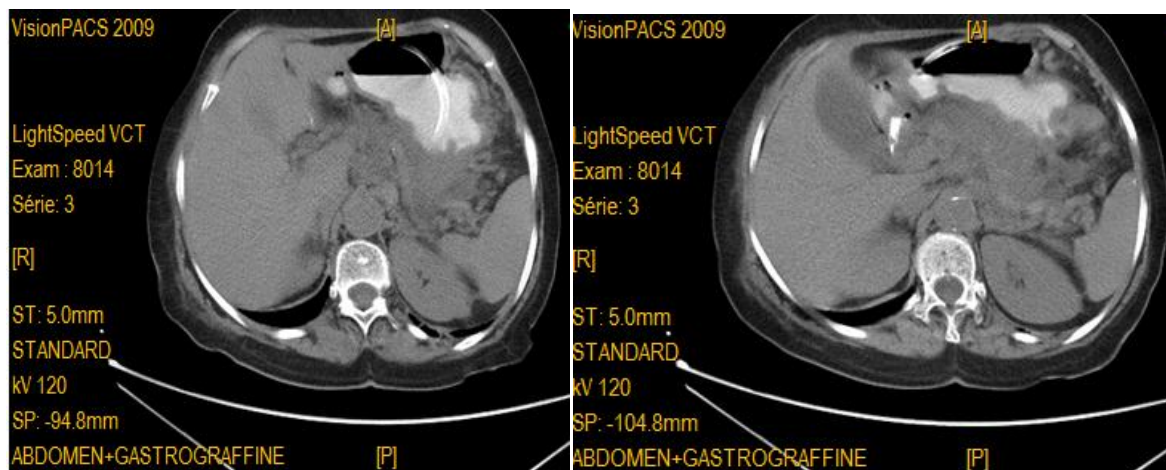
TDM abdominale avec ingestion de gastrografine montrant une extravasation du produit de contraste.
